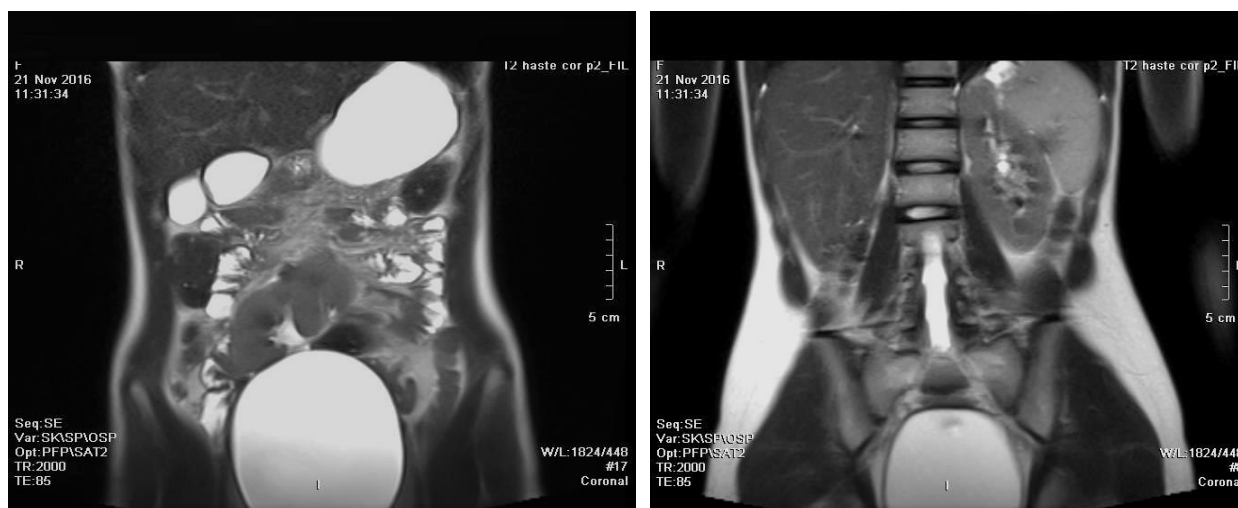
IRM, plan coronal în ponderație T2 a pacientei C., 16 ani. Se constată ectopie renală pelvină pe dreapta(A). Hilul renal poziționat la nivelul vertebrei L5. Sistemul pielocaliceal fără semne de hidronefroză. Poziție, forma și dimensiunile rinichiului stâng – fără modificări (B)
